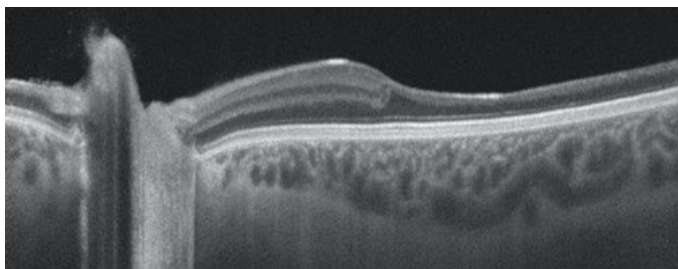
Imagen de tomografía coherencia óptica de un corte que comprende el haz papilomacular del ojo izquierdo del paciente en el que se observa conservación del grosor de las capas internas de la retina de dicho haz, con atrofia de capas internas en la zona temporal macular.
